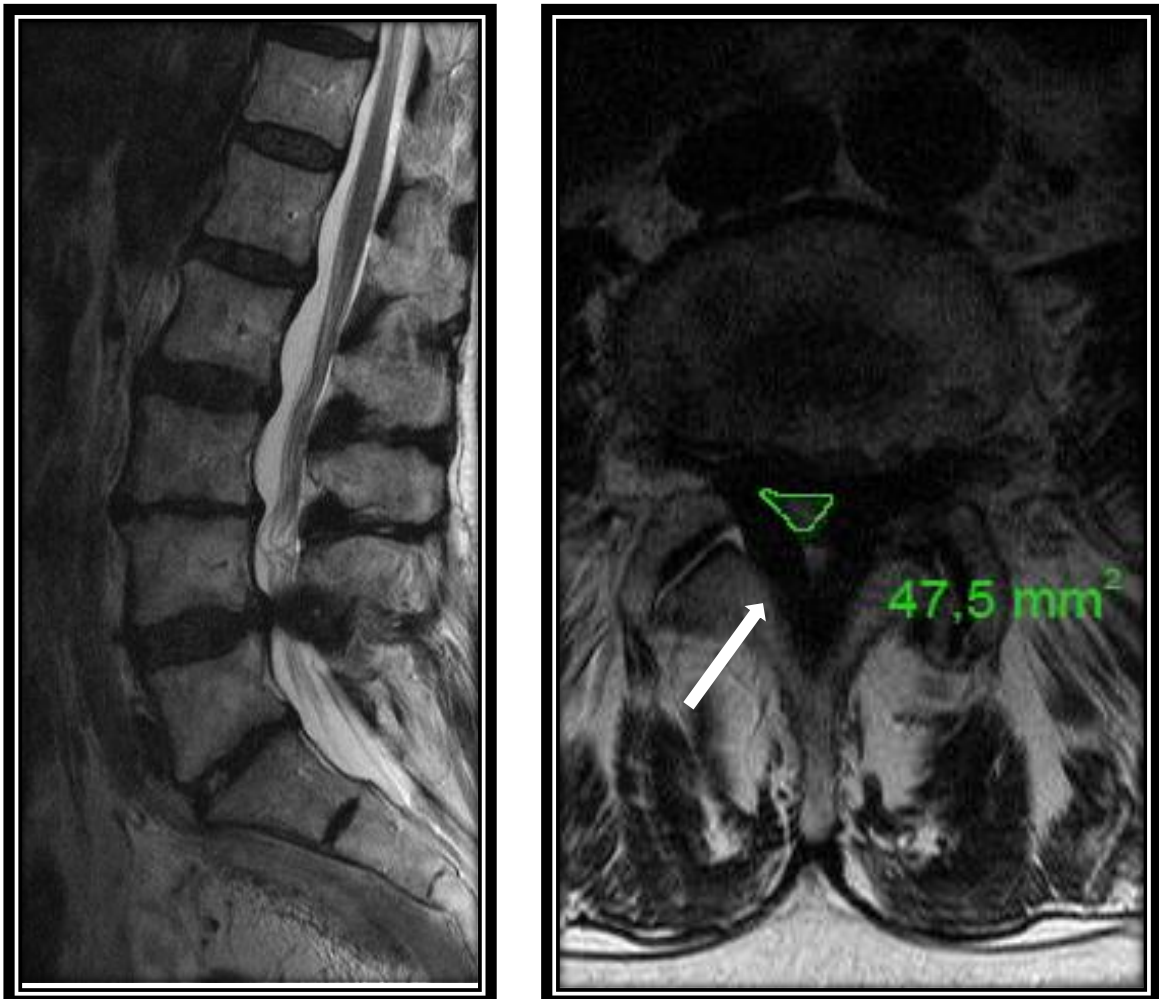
(links) T2WI-sagittales MRT-Bild einer SKS L4/5 Grad C nach Schizas; die Kaudafasern sind kaudal des stenotischen Segmentes gestreckt und kranial davon geschlängelt (redundant nerve roots); (rechts) axial: das Ligamentum Flavum ist im Vergleich zu Abb. 6 erheblich verdickt (Pfeil). Die CSA beträgt 47,5 mm². Quelle: Anonym aus dem Archiv der Schön Klinik Hamburg Eilbek.
